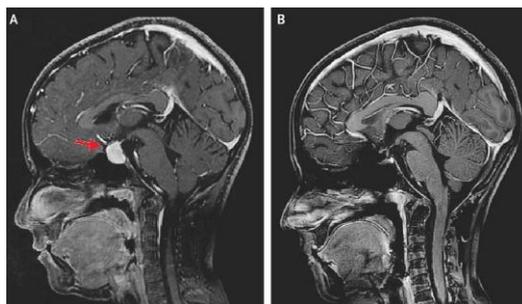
На МРТ снимке больного Алимардонова С. 1972г рождения, видна аденома гипофиза
